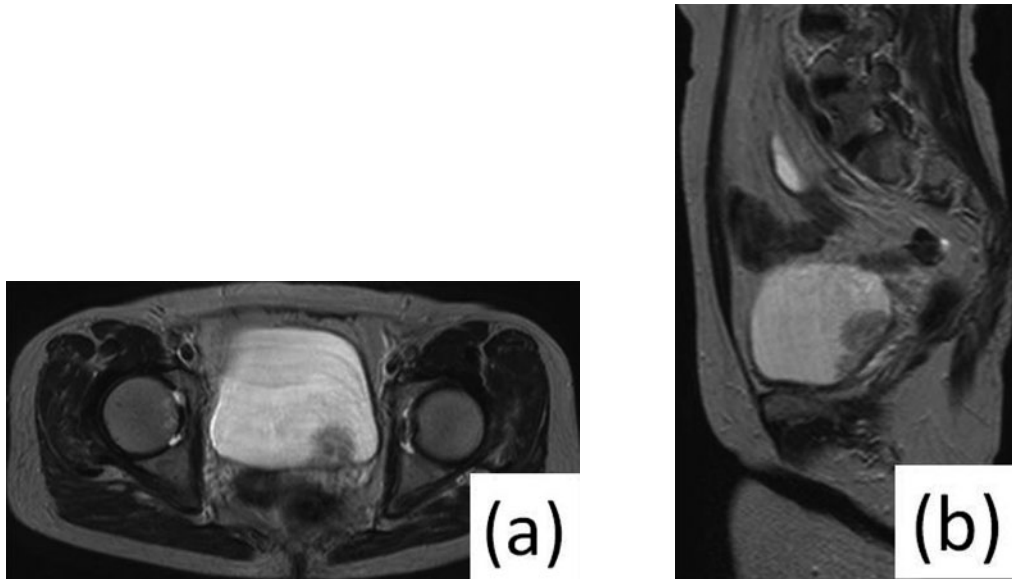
MRI findings (T2 WI). (a) Axial image. (b) Sagittal image.
